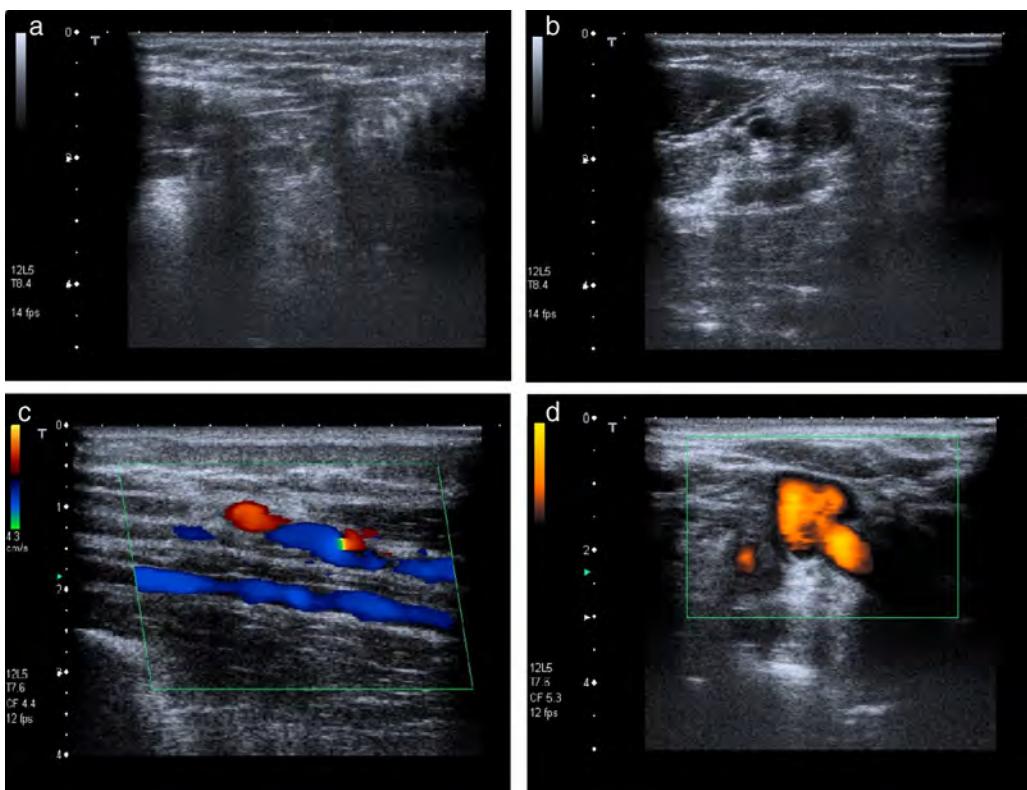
Eco-Doppler venosa que muestra la trombosis venosa (2a, 2b) y la recanalización tras la resolución del cuadro (2c, 2d).
